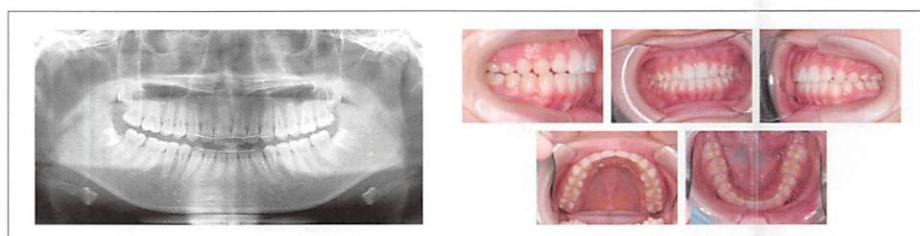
<症例3> 治療終了時の口腔内写真とパノラマX線
